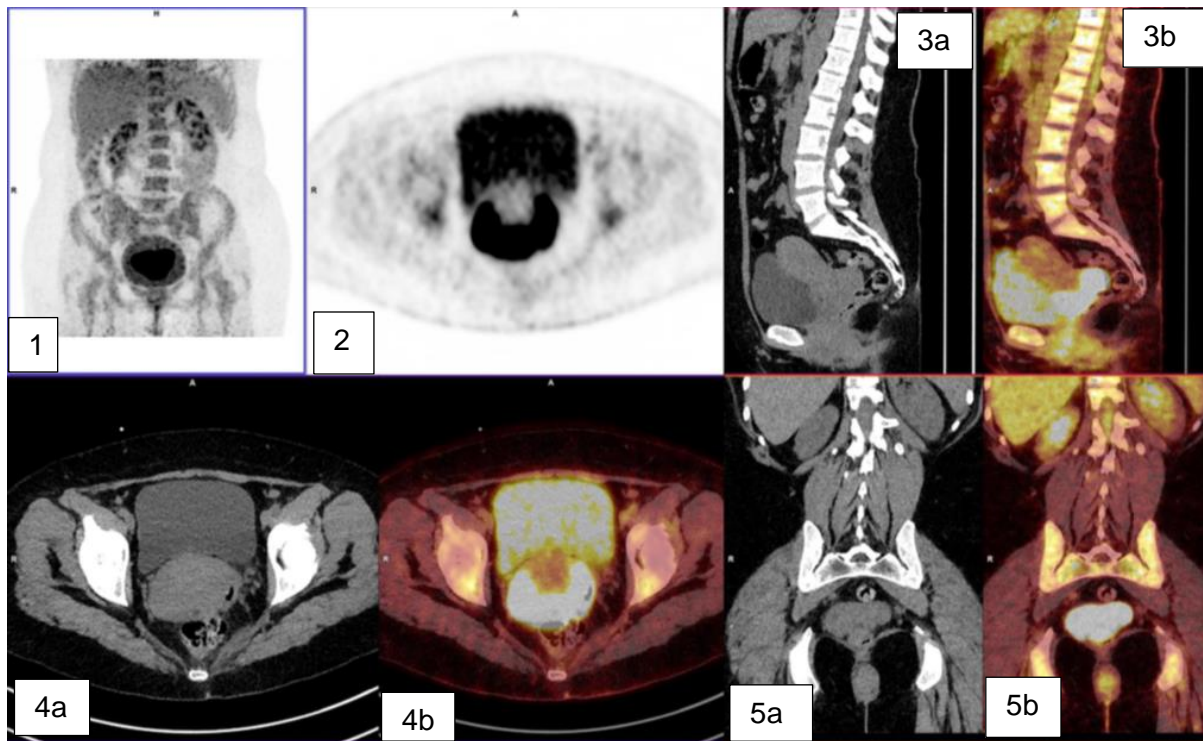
TEP-TDM numérique chez la patiente n°404
